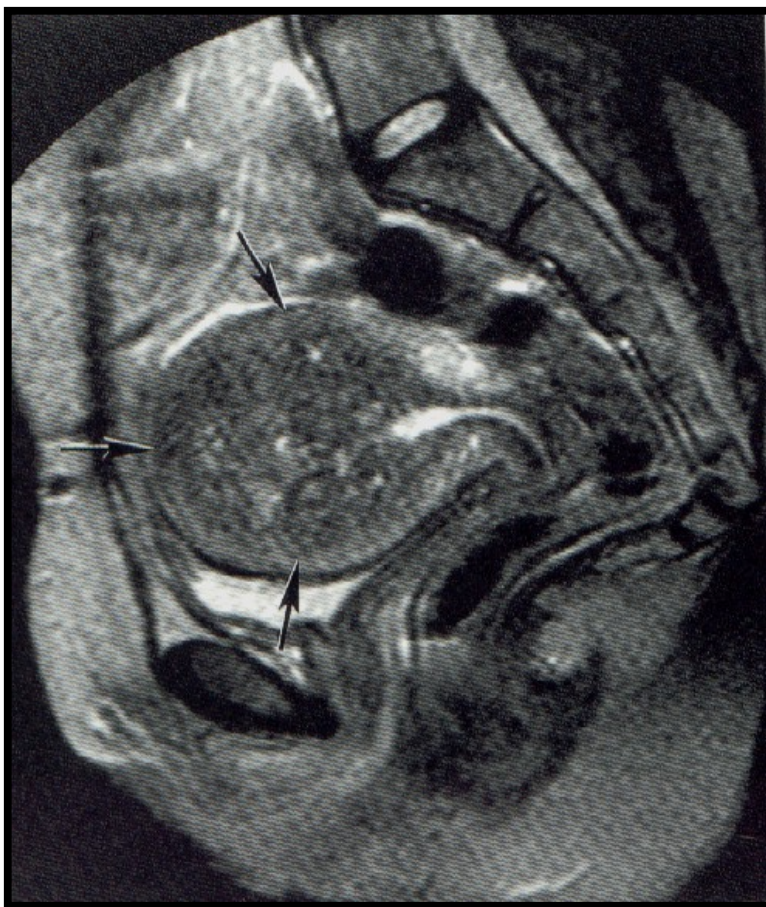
Ressonância magnética
